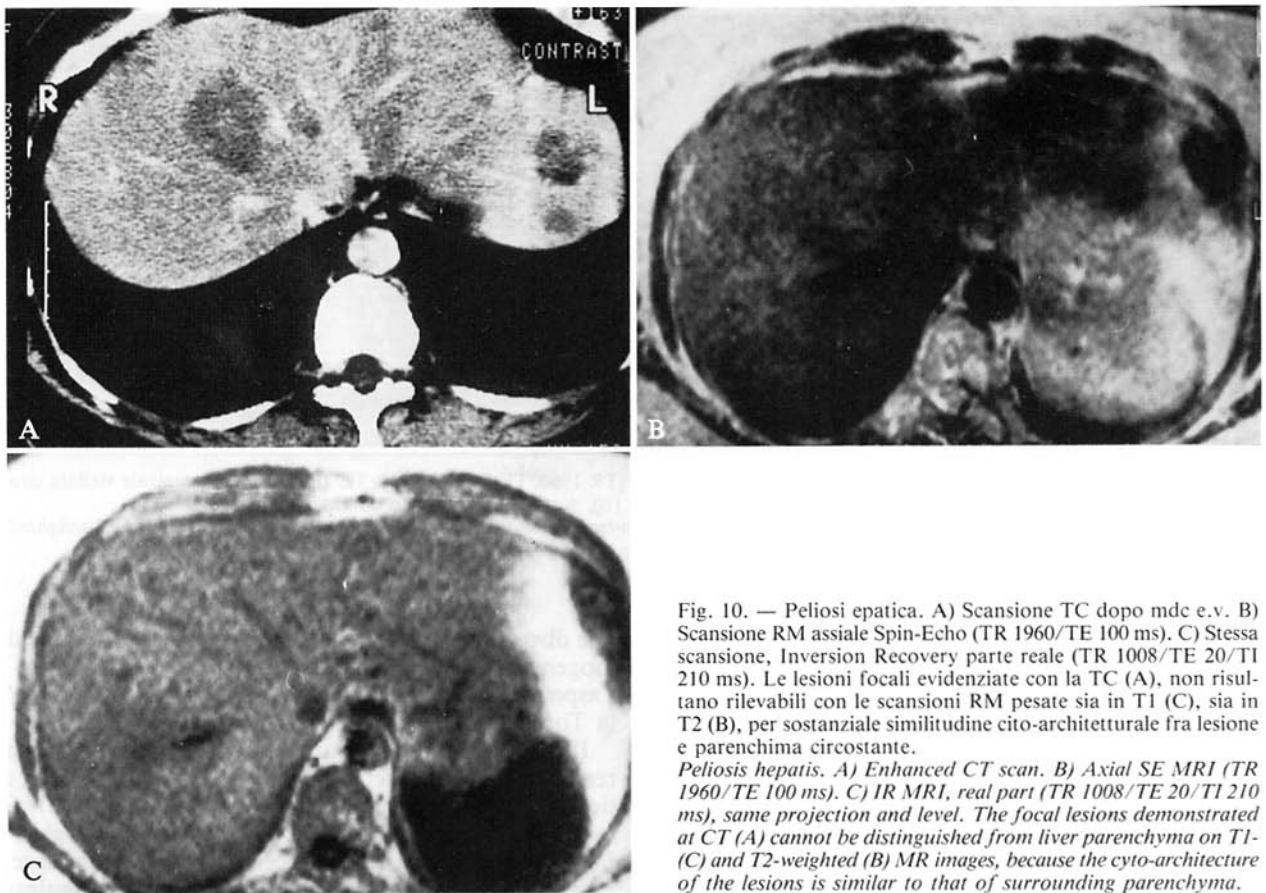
Peliosi epatica. A) Scansione TC dopo mdc e.v. B) Scansione RM assiale Spin-Echo (TR 1960/TE 100 ms). C) Stessa scansione, Inversion Recovery parte reale (TR 1008/TE 20/TI 210 ms). Le lesioni focali evidenziate con la TC (A), non risultano rilevabili con le scansioni RM pesate sia in T1 (C), sia in T2 (B), per sostanziale similitudine cito-architetturale fra lesione e parenchima circostante.
